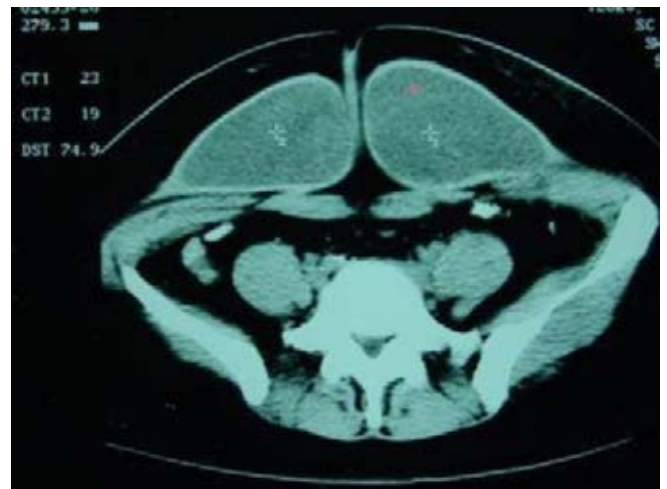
TC abdominal que muestra la tumoración en la línea media, a nivel del recto anterior del abdomen.
